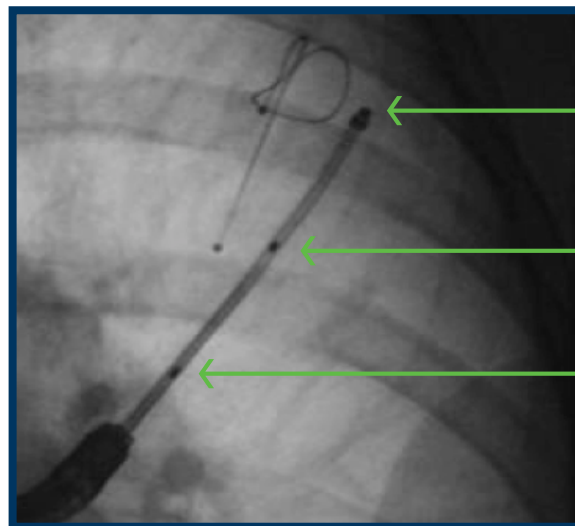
Röntgendichte Markierung des Führungsdrahts unter Fluoroskopie
